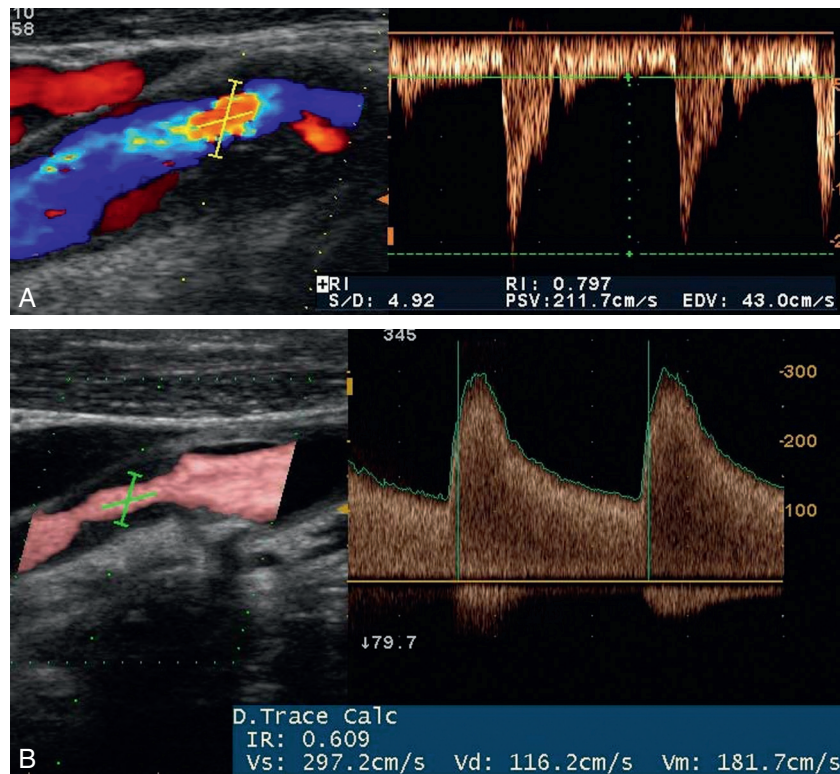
L'aliasing consécutif à l'accélération des vitesses constitue un repère pour placer correctement la fenêtre Doppler. Noter que la correction d'angle se fait selon l'axe du flux. Sur le cliché A la sténose est évaluée à 60 % en diamètre selon la méthode Nascet (PSV : 211 cm/sec; EDV : 43 cm/sec). Sur le cliché B, la sténose est > 70 % en diamètre Nascet (PSV : 297 cm/sec; EDV : 116 cm/sec). Elle est régulière et peu turbulente car la fenêtre sombre (flèche) du profil des vitesses n'est pas comblée).
